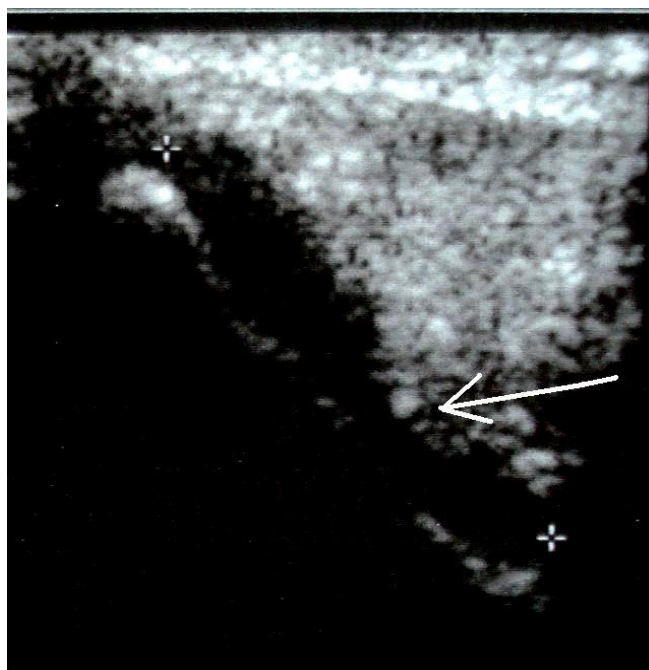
Obraz USG łoży po przemieszczonym złamaniu kostno chrzęstnym: (a) w zakresie kłykcia bocznego kości udowej (projekcja poprzeczna przednio tylna), (b) w zakresie przyśrodkowej części powierzchni stawowej rzepki (projekcja poprzeczna przyśrodkowo boczna; PAT – rzepka, CFL – kłykieć boczny kości udowej, CFM – kłykieć przyśrodkowy kości udowej).
